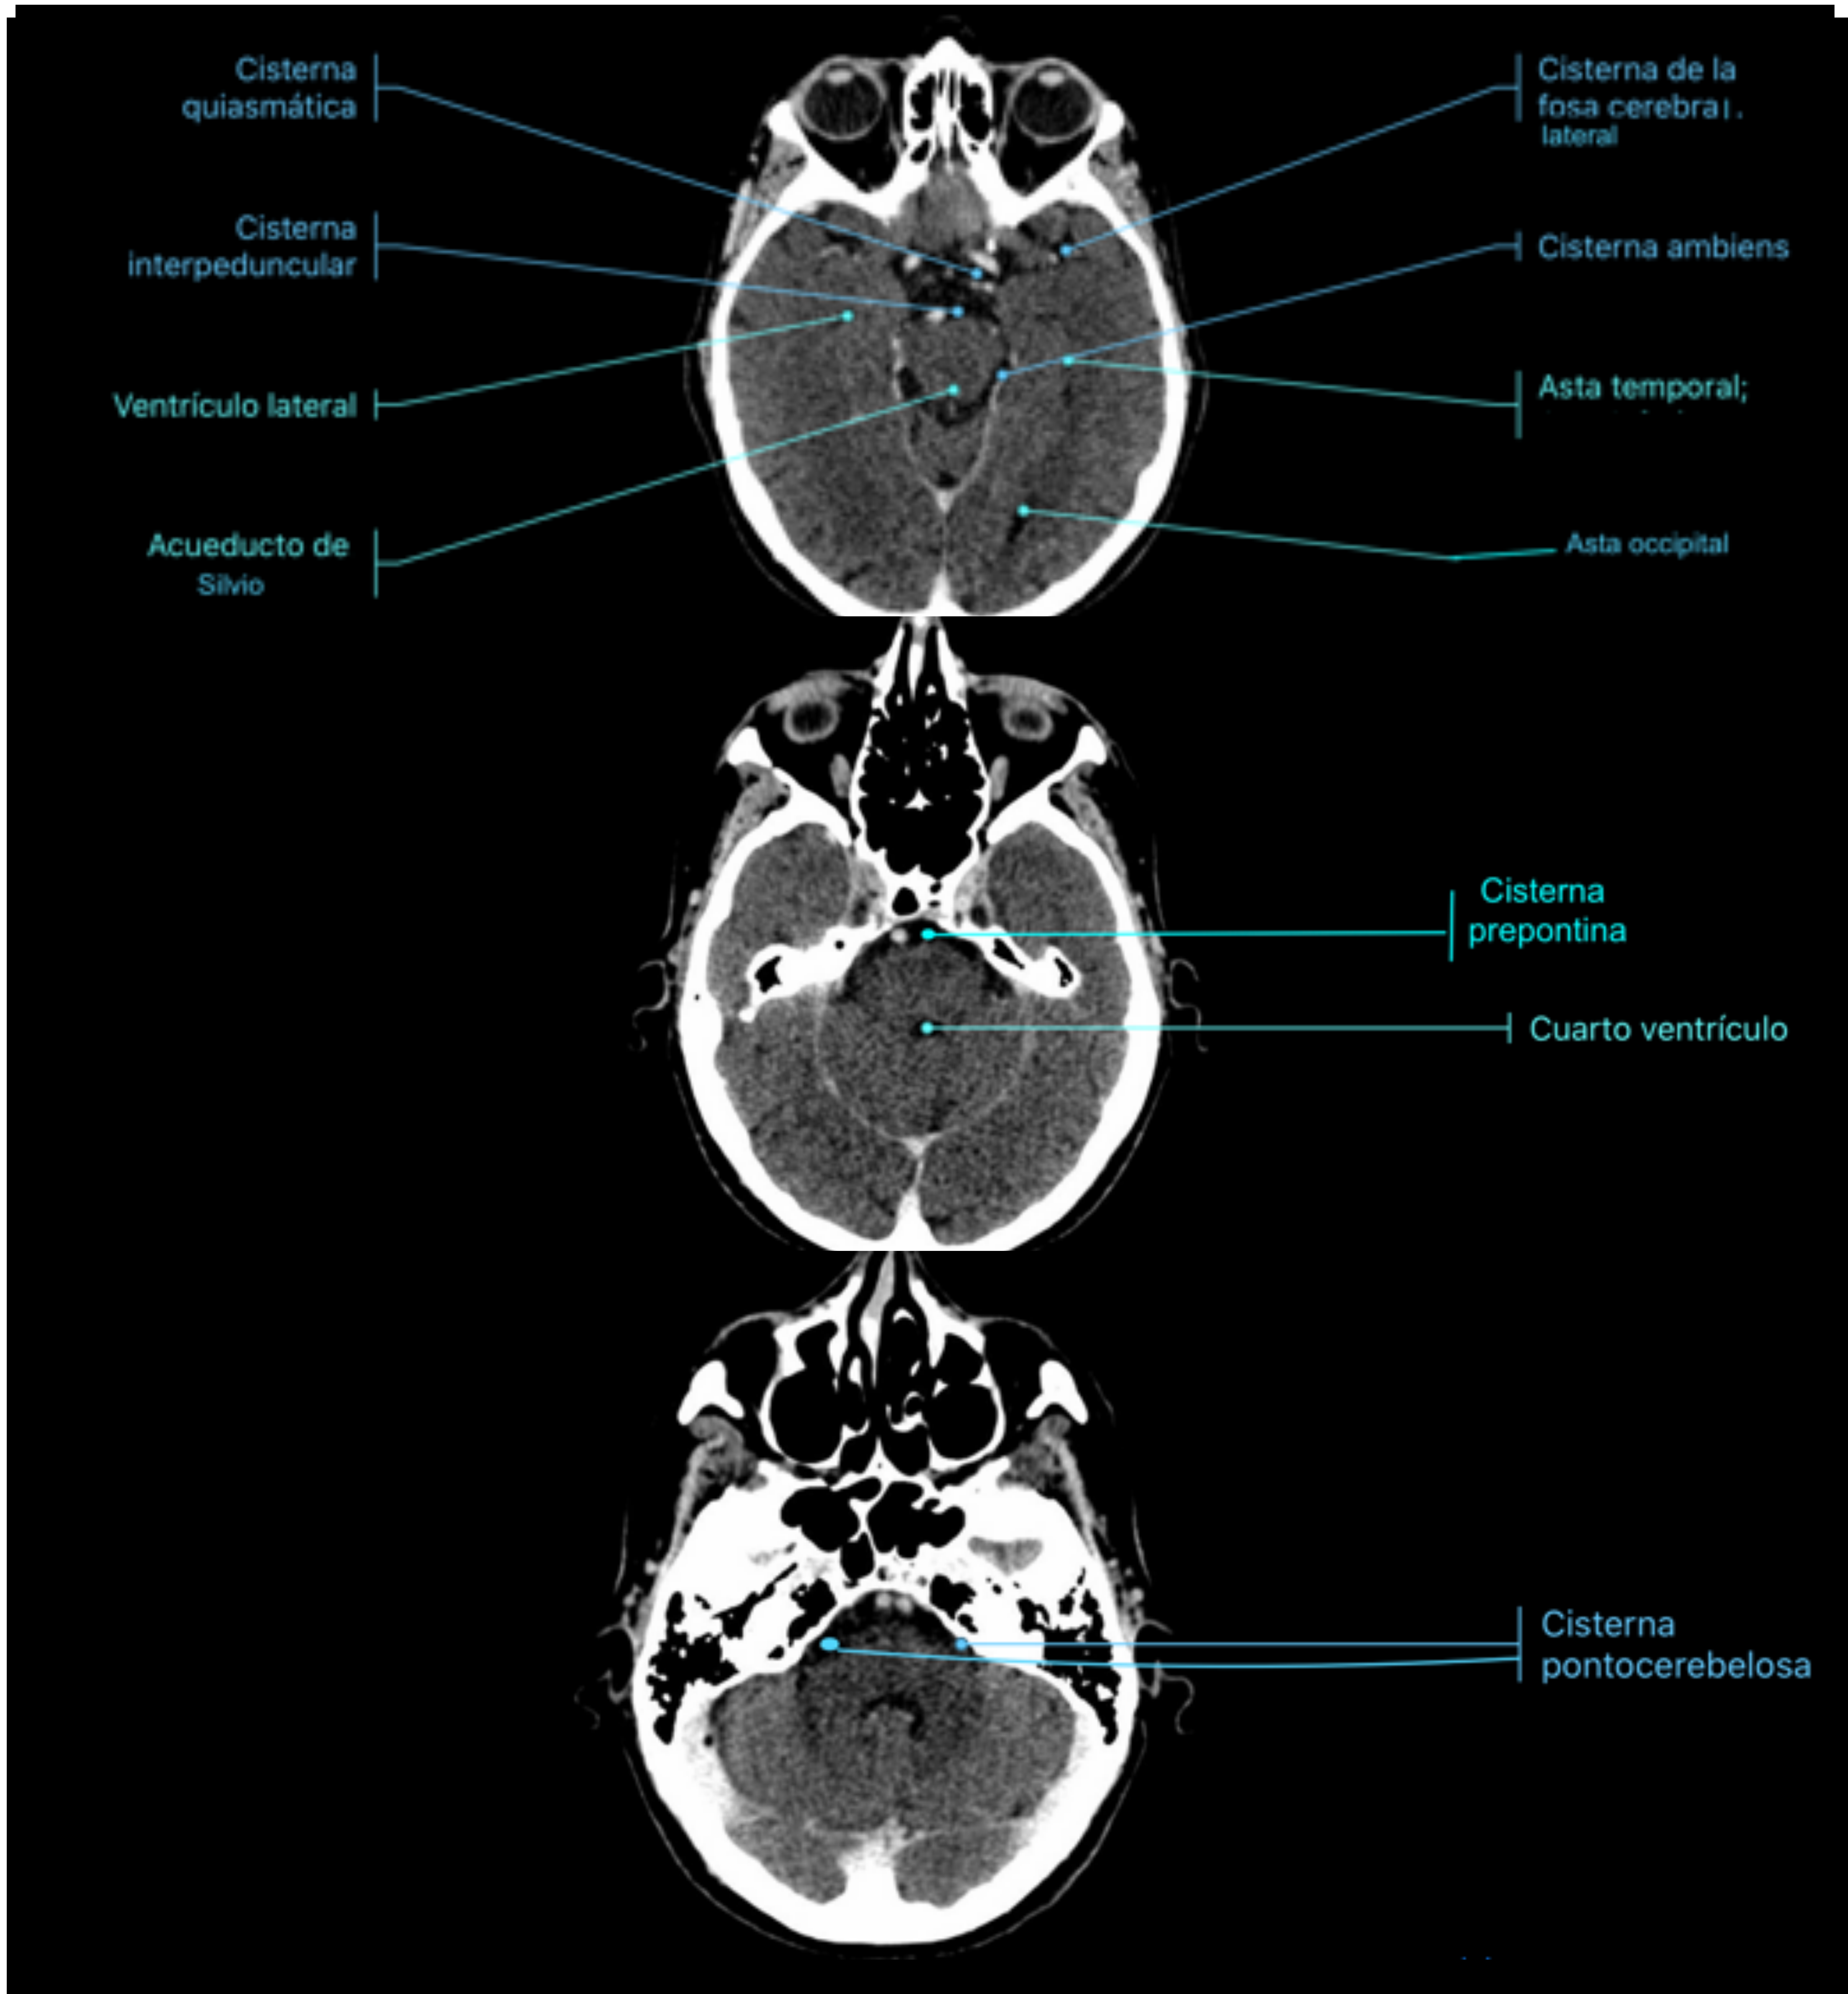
Anatomía cerebral. TC de cráneo. Plano axial.
